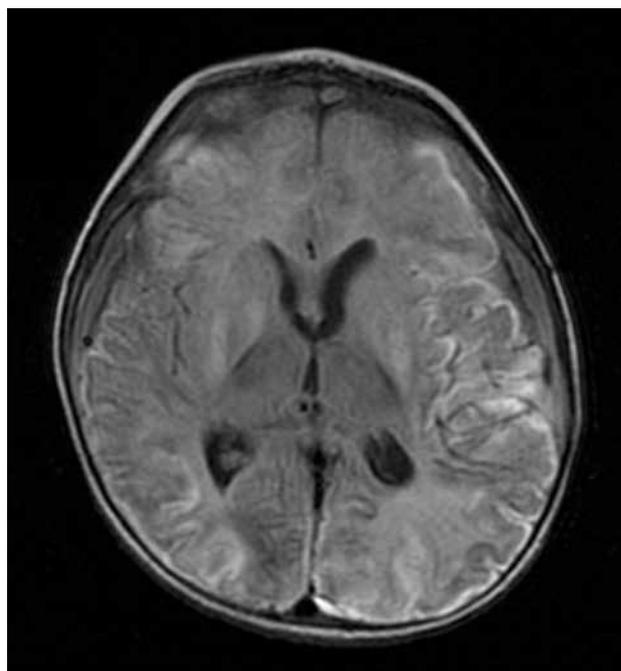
Hematomas subdurales bilaterales y alteración grave de la sustancia blanca subcortical identificados en la RM de un paciente.
